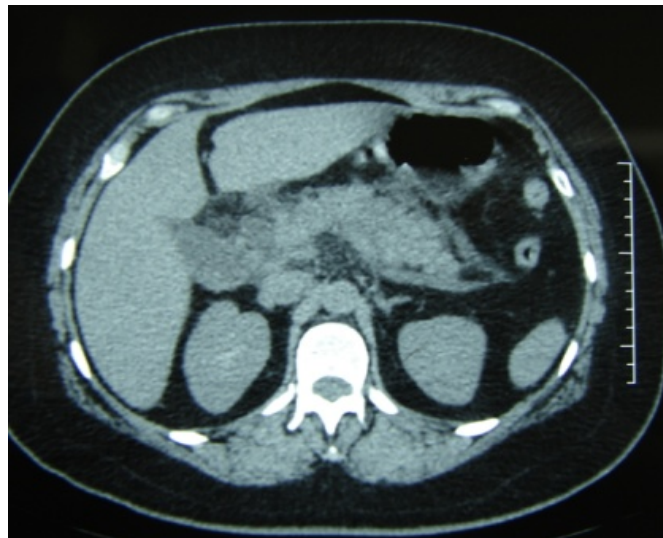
Pacientes P 34 Femenino de 32 años que cursa por tomografía con un pancreatitis edematosa y clínicamente con datos de SIRS.
